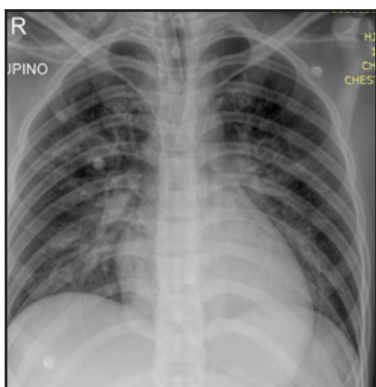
Radiografía de tórax al ingreso, denota infiltrado para hilar bilateral.
